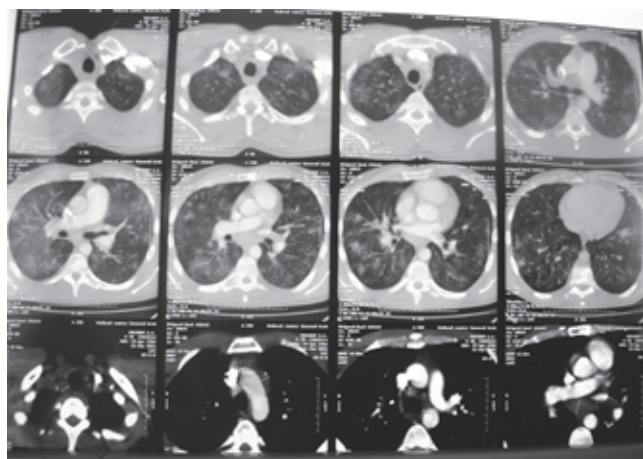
Данные компьютерной томографии от 11.03.2015 г. (описание в тексте)
